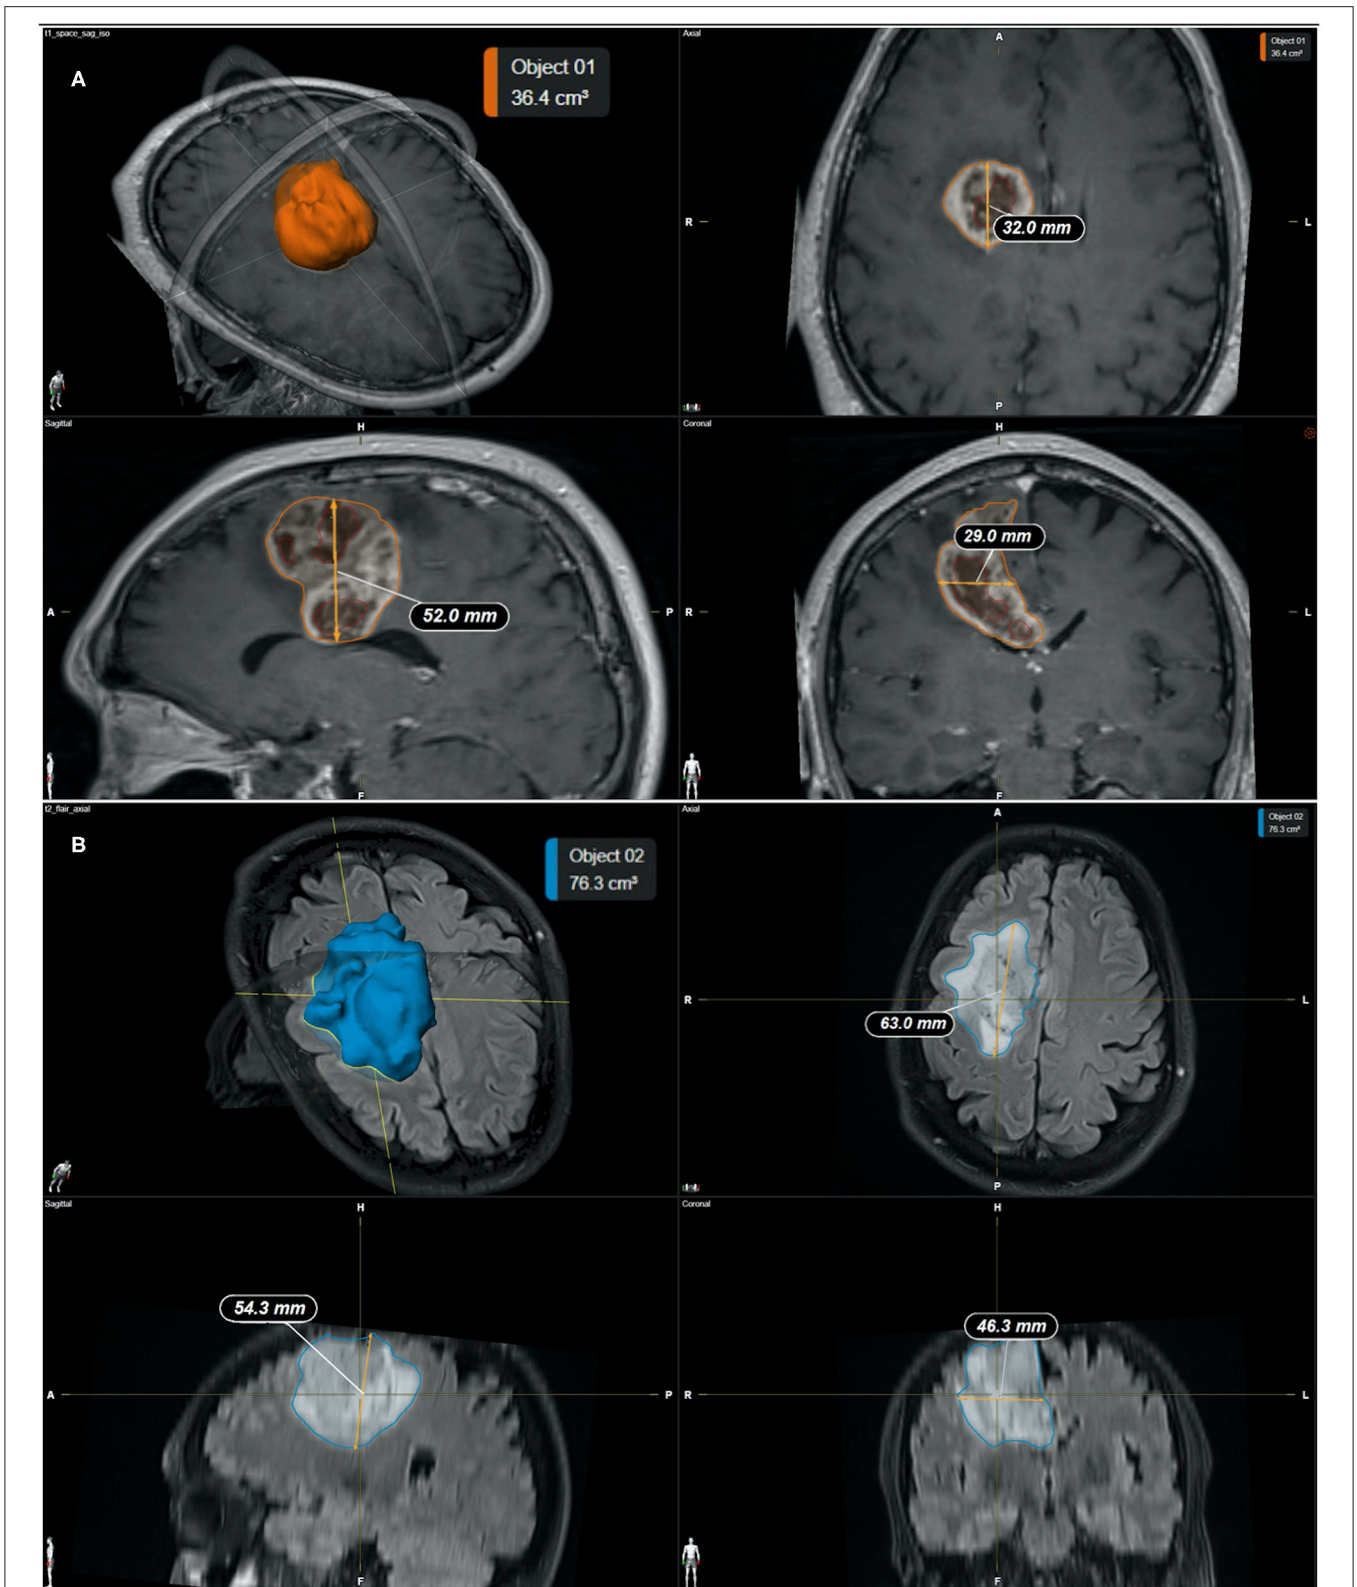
(A) Representative measurements of the tumor mass by the semi-automatic method (SmartBrush software—BrainLAB®). (A) Calculated tumor mass volume is 36.4 cm³; (B) Calculated FLAIR-T₂ volume is 76.3 cm³. Individual panels indicate; 3D reconstruction (top left), Coronal (top right), Sagittal (bottom left), and Axial (bottom right) slices through the tumor, respectively.
